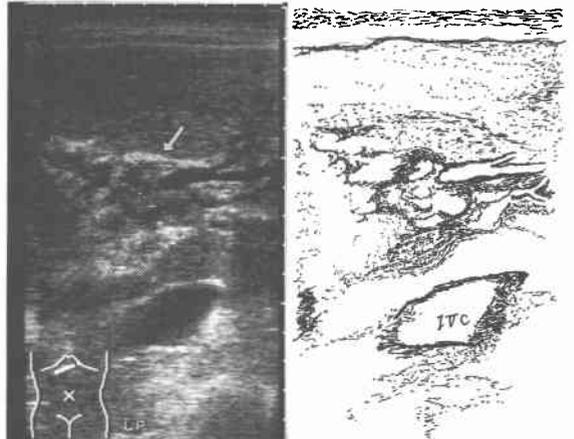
肝門部超音波検査。内部エコー不均一な肝門部腫瘤像(矢印)、IVC: 下大静脈
